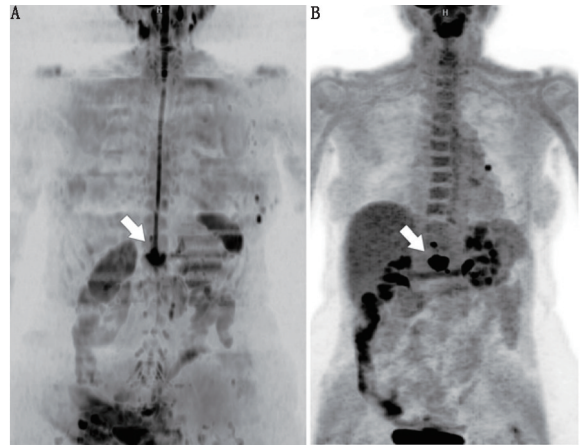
子宫内膜癌腹膜后淋巴结复发并侵犯邻近椎体 (箭头示) 的患者全身弥散加权 (DW; A) 和¹⁸F-脱氧葡萄糖 (FDG) PET 图像 (B)
